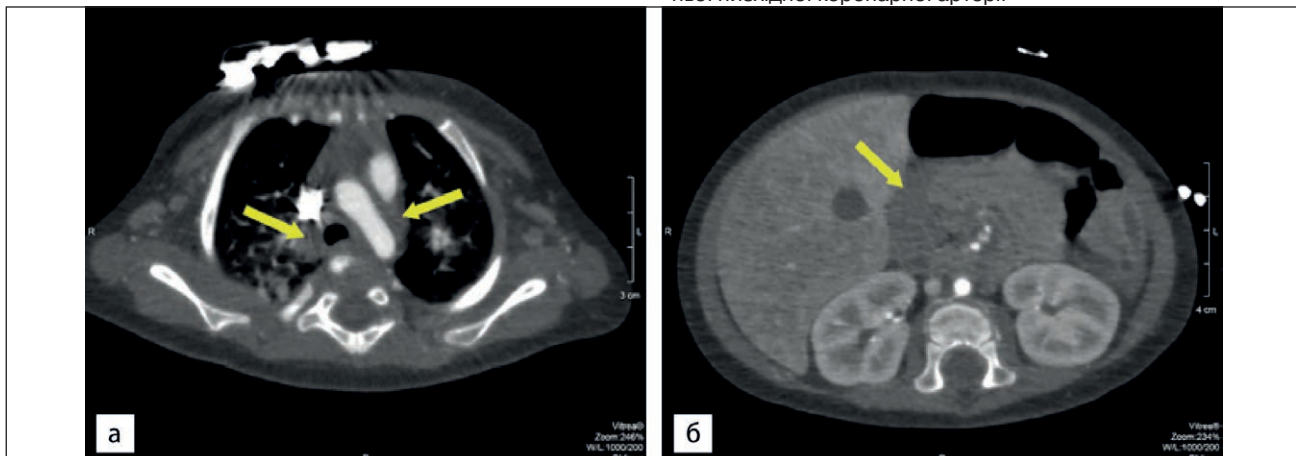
Комп'ютерна томографія з контрастуванням в аксіальній площині показує лімфаденопатію середостіння (а) та лімфаденопатію на рівні шлунково-печінкової зв'язки (б)
